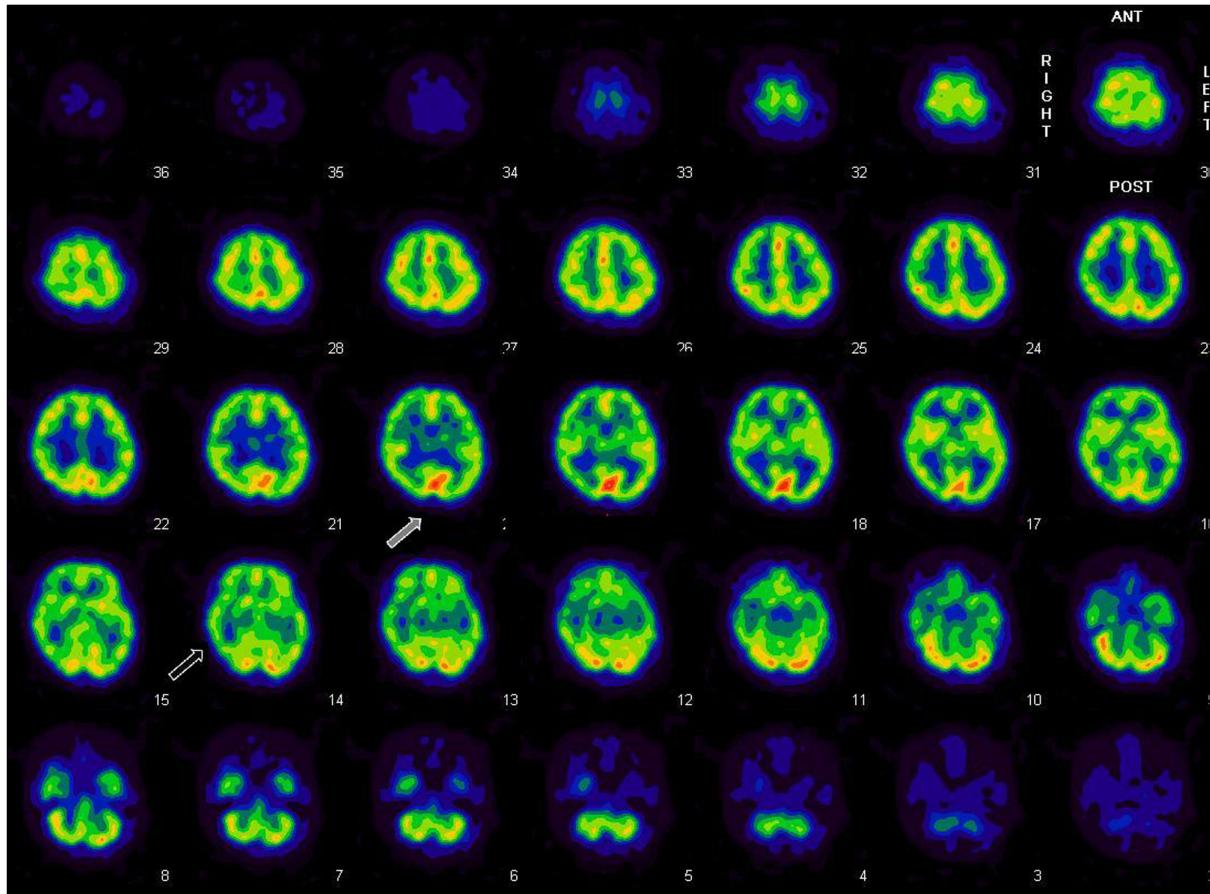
Brain SPECT images showed diffuse patchy cortical distribution of Tc-99m-ECD (technetium-99m-ethyl cysteinate dimer), in particular significant decrease of cortical perfusion in right temporal (black arrow) and occipital lobe (gray arrow).
